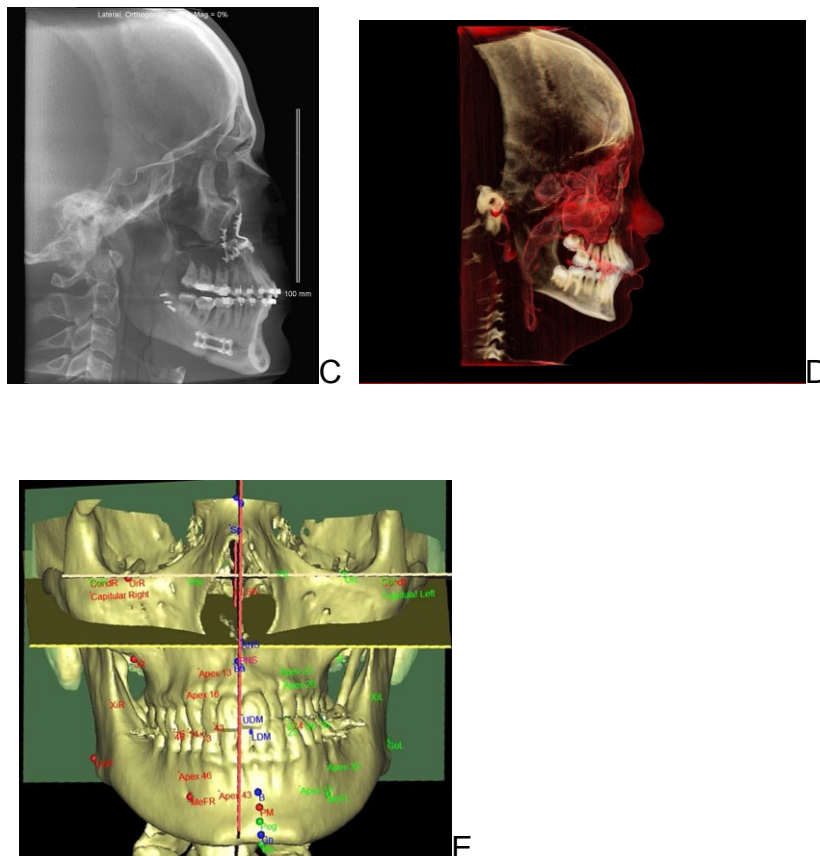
A. Reconstrução de volume 3D (Osirix); B. Reconstrução volumétrica panorâmica (In vivo / Anatomage) C. Telerradiografia lateral extraída pelo software Dolphin3D; D. Segmentação das vias aéreas com software Nemoscan (Nemotec); E. Análise tridimensional cefalométrica com software Compass3D (Compass)
